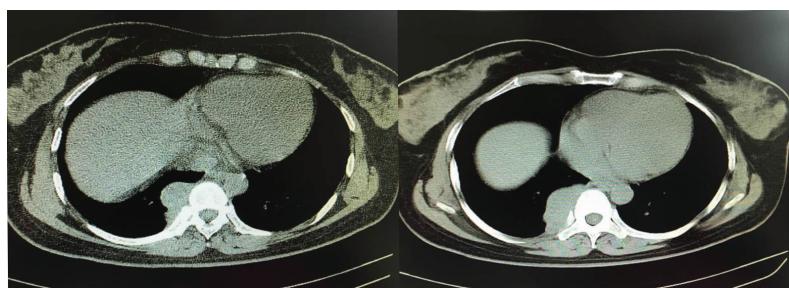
The CT image before the treatment with mediastinal pheochromocytoma
